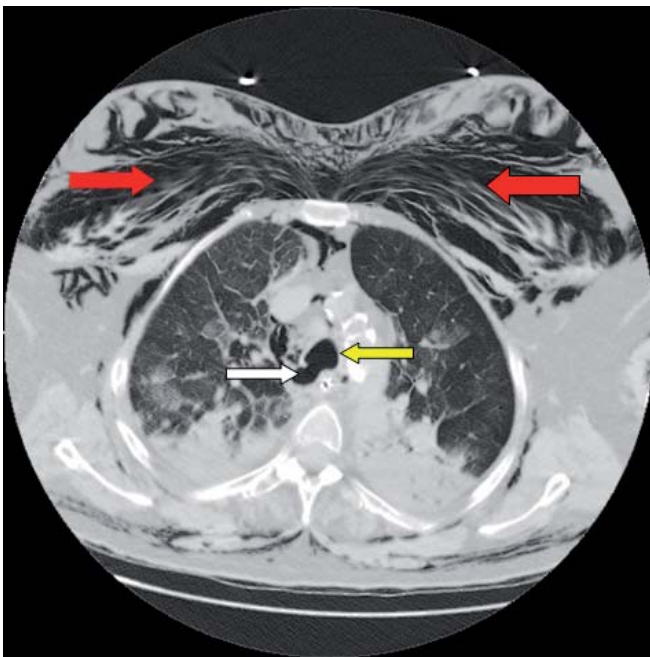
TAC torácico donde se observa el enfisema subcutáneo (flechas rojas), la luz traqueal (flecha amarilla) y el divertículo traqueal (flecha blanca).
